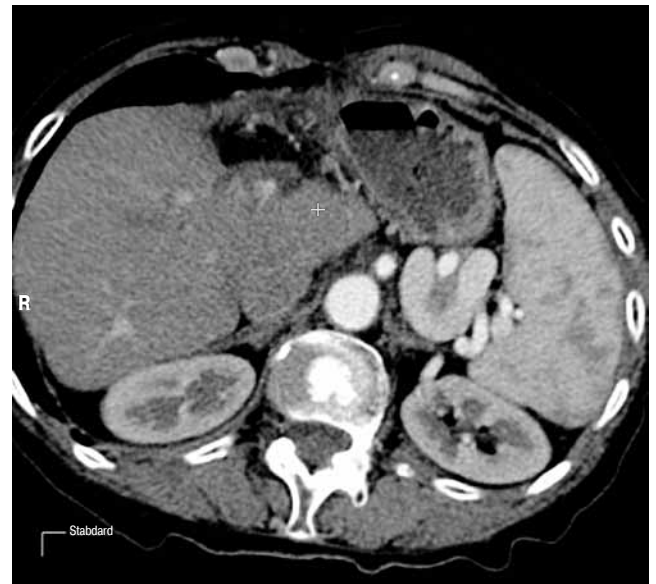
КТ печени через 6 месяцев после проведения стереотаксической радиохирургии.
